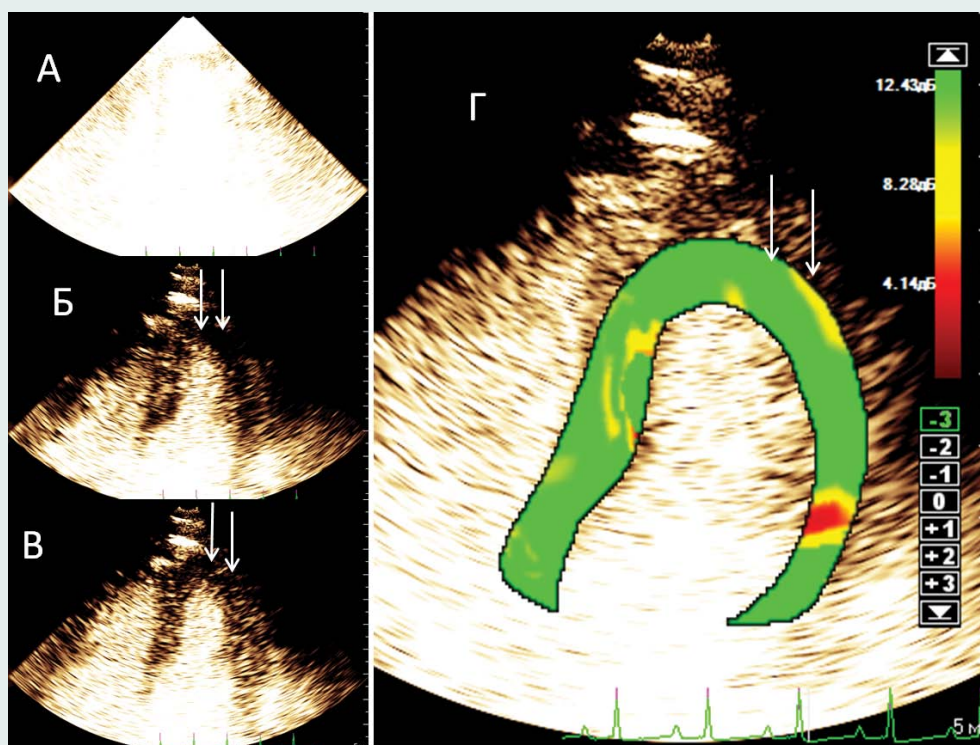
Оценка перфузии миокарда методом flash-наполнения во время стресс-ЭхоКГ с тестом чреспищеводной стимуляции после стентирования ПМЖА
